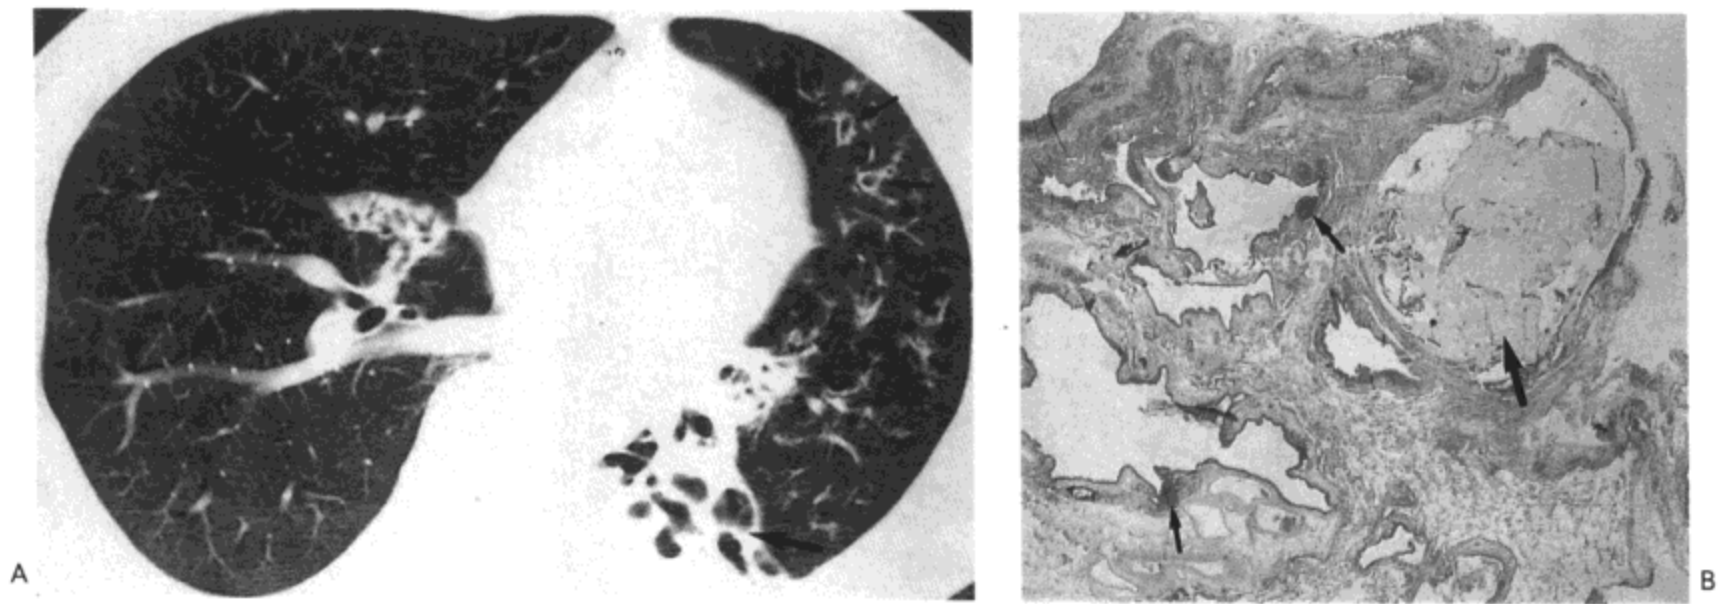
支气管扩张。A：右下肺静脉水平 CT 影像（2.5mm 层厚）示囊状（大箭号）与柱状（小箭号）支气管扩张。B：低倍放大光镜显微照像示一些扩张的支气管，由于纤维组织与炎性细胞浸润，管壁增厚（局部为淋巴滤泡[小箭号]）。一气道内含有丰富的黏液（大箭号）（ $\times 2$ ）。病人男，53 岁，曾患结核病。
